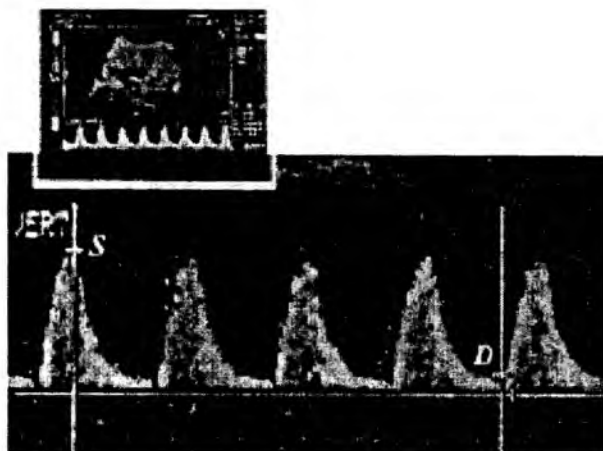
Indicii dopplerometrici calitativi:
